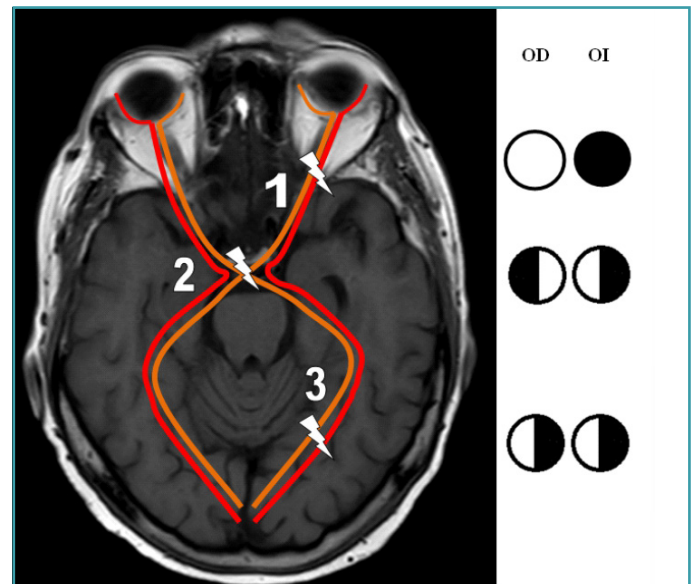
RMN cerebral axial con las vías ópticas. La lesión que corresponde al relámpago nervio óptico (1) produce un defecto visual ipsilateral ojo afecto. Una lesión quiasmática (2) se asocia a un defecto de campo visual en ambos ojos de los sectores temporales (hemianopsia bitemporal). La lesión postquiasmática (3) produce una hemianopsia homónima contralateral a la lesión anatómica.
